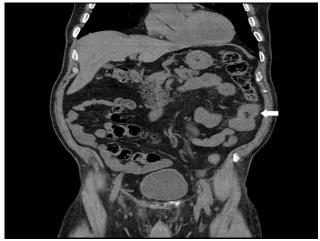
Koronal BT kesitinde 65 yaşında erkek hastada sol böbrek alt polde yerleşim gösteren solid kitle lezyonu (berrak hücreli kanser) izlenmektedir (ok).
